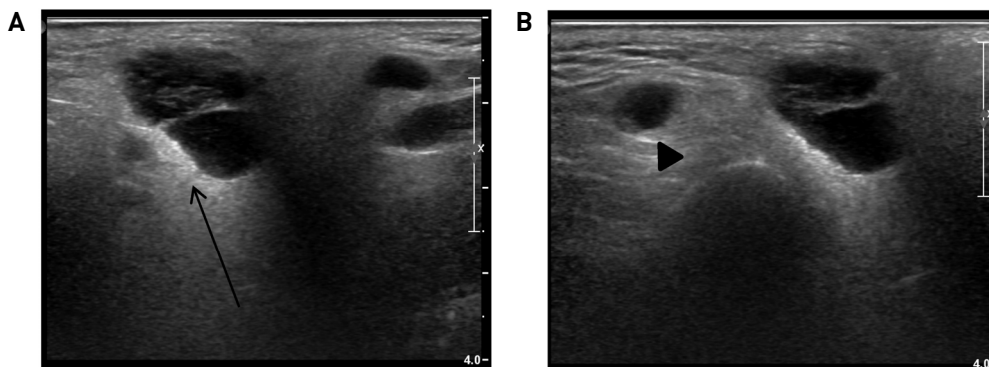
Preoperative USG images. A: Lt.parotid gland superficial lobe area, 2.1cm sized hypoechoic mass, 18G US-guided core needle biopsy was done (arrow), B: Lt.parotid gland superficial lobe area, 0.7cm sized hypoechoic mass (arrow head)
